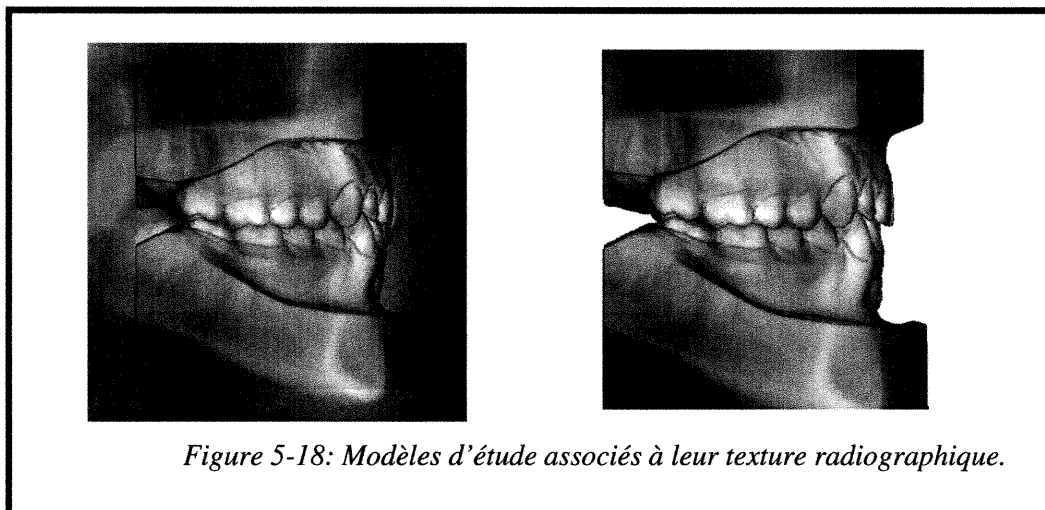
Modèles d'étude associés à leur texture radiographique.
